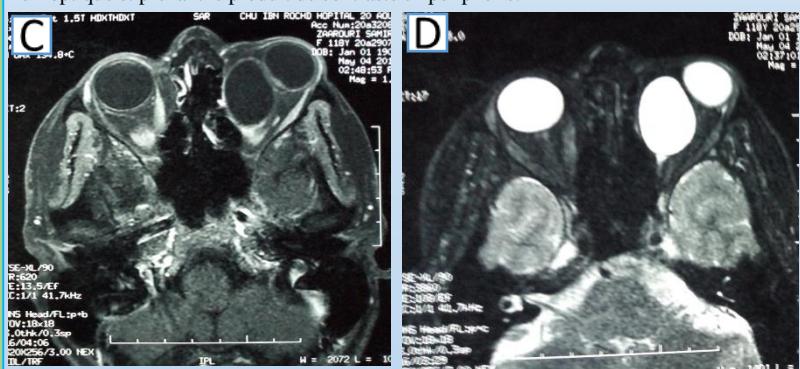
IRM montrant une formation intra-orbitaire gauche sur la coupe axiale en hyposignal T1 (C) et la coupe axiale en hypersignal T2 (D)
